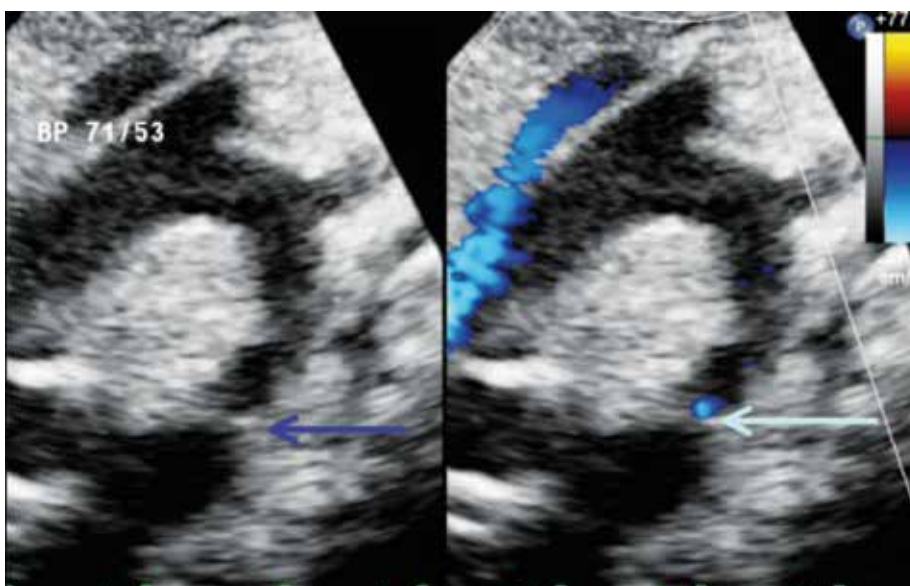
Échocardiographie
